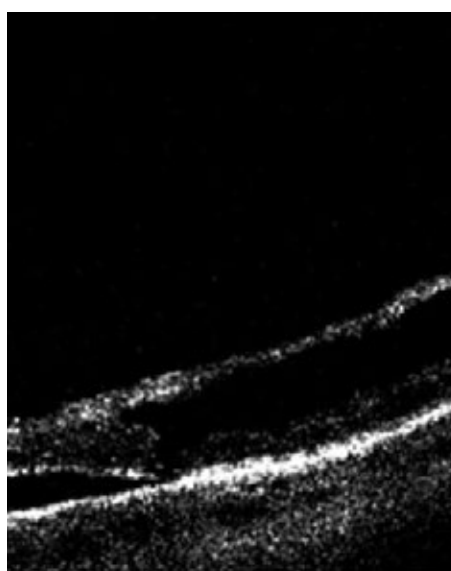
Сочетание ретиношизиса и отслойки сетчатки, выявленное при проведении оптической когерентной томографии
